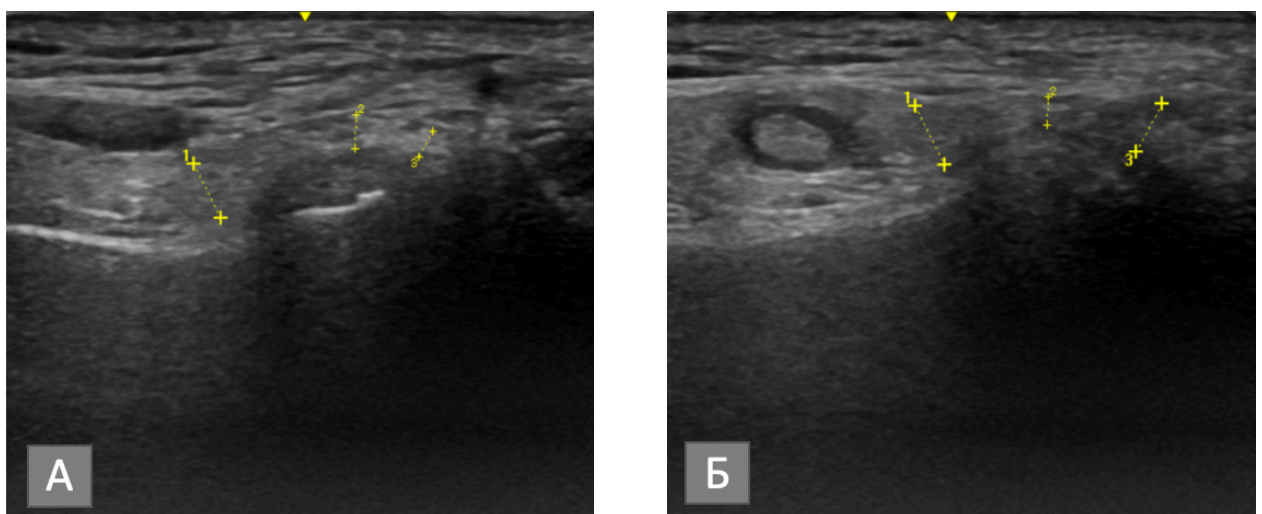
Изображение левого ВНЧС при УЗИ у пациента К.: А – до лечения (диск смещён кпереди и деформирован); Б – после лечения (нормализация положения суставного диска и устранение его деформации)
